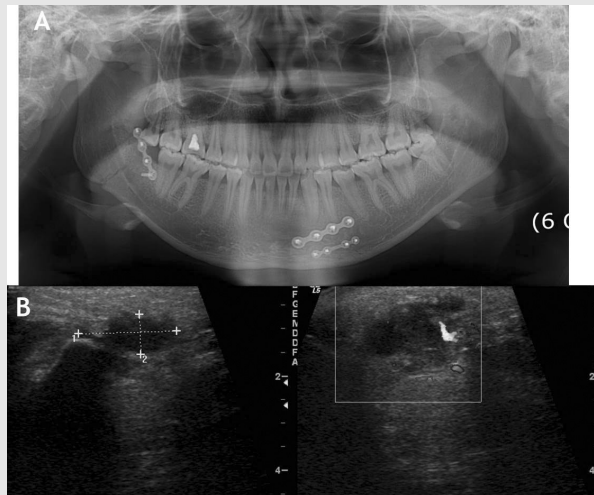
A : 파노라마방사선영상에서 우측 하악각의 골절선 부위에 방사선투과성과 골융해가 관찰된다. B : 초음파영상에서 하악각 하방으로 불명료한 경계를 보이고 내부는 균질한 저반향을 보이며 주변부의 연조직 부위와 혼재된 양상을 보이며, 도플러 영상에서 주변부에 제한된 혈관분포를 보인다.
